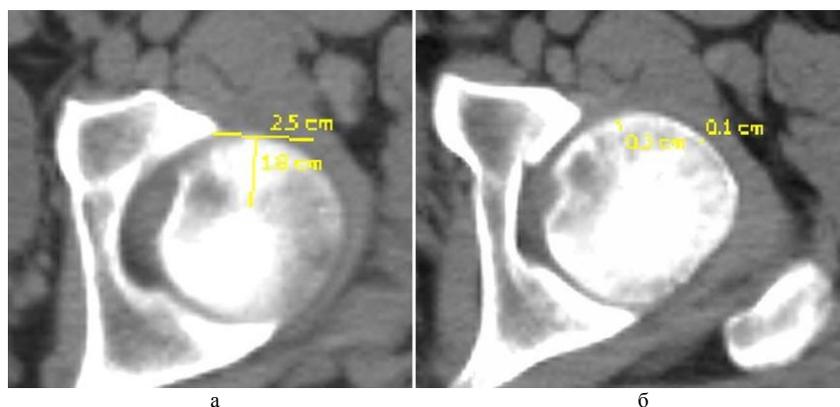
Компьютерная рентгеновская томограмма тазобедренного сустава больного П., 38 лет: а) в передневерхнем квадранте головки бедренной кости определяется участок остеонекроза в форме конуса, основанием которого является субхондральная замыкательная пластинка, с вершиной – центр головки. Характерны изменения структуры в виде негеткого уплотнения с нечеткими границами. Зона резорбции вокруг участка - остеонекроза отсутствует, что свидетельствует о начальной стадии процесса; б) субхондральная замыкательная пластинка в зоне остеонекроза разрыхлена, имеет нечеткий контур.
